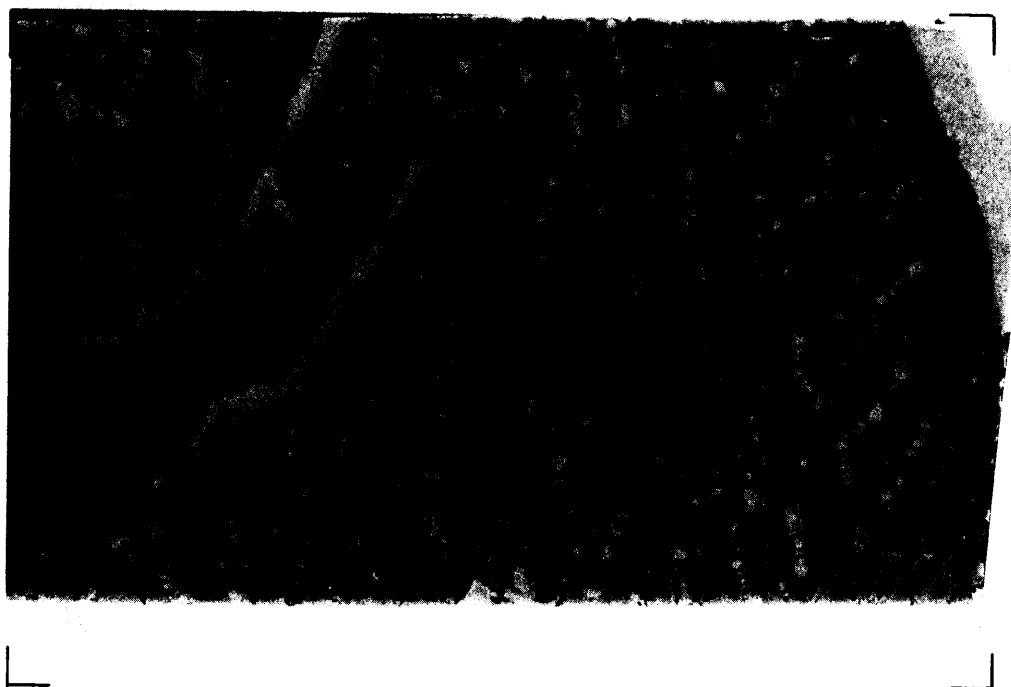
MICROAUTORRADIOGRAFIA DE MUSCULO CARDIACO (x160)
